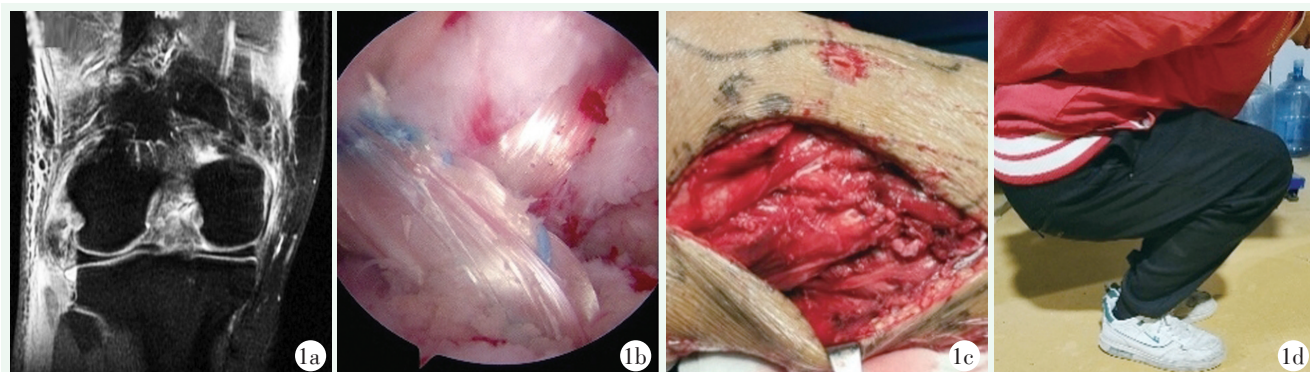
患者男性, 32 岁。1a: 术前 MRI 显示右膝关节 ACL/PCL/PLC 断裂; 1b: 镜下显示重建后的 ACL/PCL; 1c: 开放修补 PLC 所见; 1d: 末次随访膝关节活动度良好。
